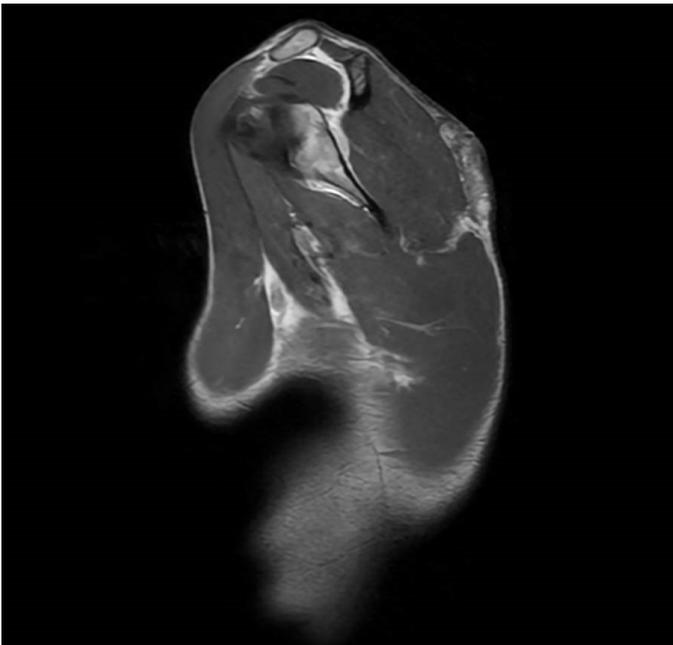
RM con contraste I.V. de Hombro Derecho. Proyección sagital en secuencias T1.
